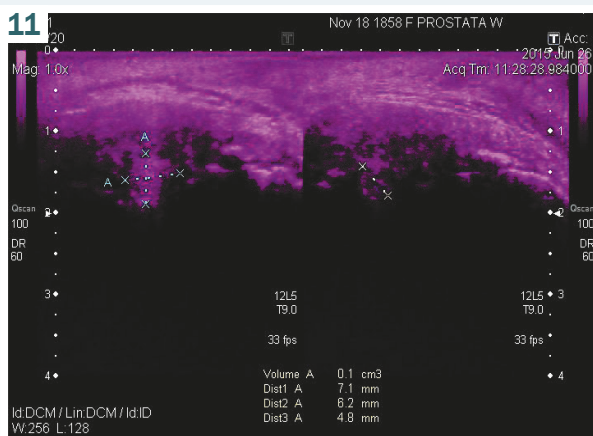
Ultrasound study of G-spot in the mode of gray scale (B-regime) with the determination of its linear dimensions in calm. Patient G., aged 30. G-spot was found on the front wall of vagina in the form of thickened formation with the following size: length – 0.71 cm, width – 0.62 cm, thickness – 0.48 cm, and volume – 0.11 cm<sup>3</sup>.
